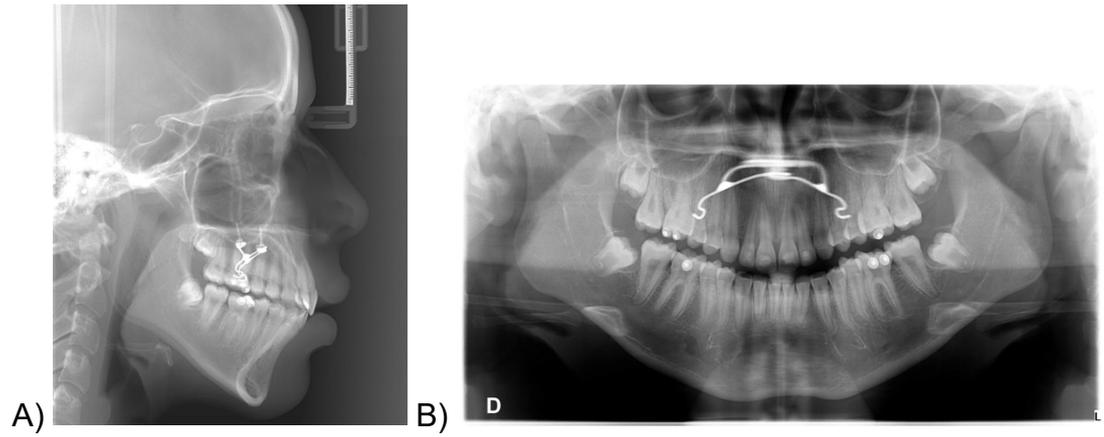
(A-B) – Telerradiografias após o tratamento: A) perfil e B) panorâmica.
